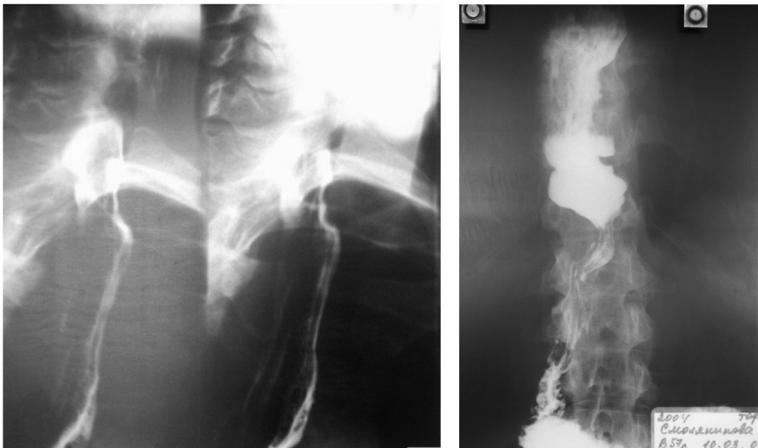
С-а Л.В., 59 лет. Рентгенограммы «грудного» желудка от 10.03.2004 года – через 1 мес. после операции. Оперирована 05.02.2004 года – Субтотальная резекция пищевода из АЦД с одномоментной пластикой пищевода целым желудком, проведенным через заднее средостение, с анастомозом на шее. А – пищеводно-желудочный анастомоз на шее и контуры проксимального отдела «грудного» желудка. Б – нижняя половина трансплантата, перистальтирующий привратник и двенадцатиперстная кишка. Контраст свободно попадает в «грудной» желудок и без задержки проходит в двенадцатиперстную перстную кишку.
